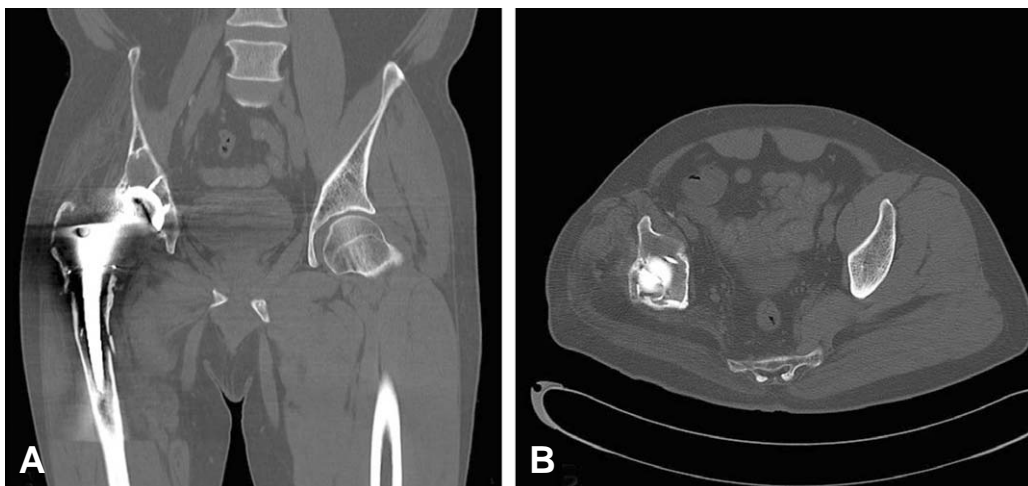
CT scan helps to recognize more accurate location and size of osteolytic lesions. (A) Coronal image shows severe bone loss on acetabular and femoral area with medial cortical bone breakage. (B) Axial image shows more accurate combined bony deficiency on superior and anterior acetabular area.
